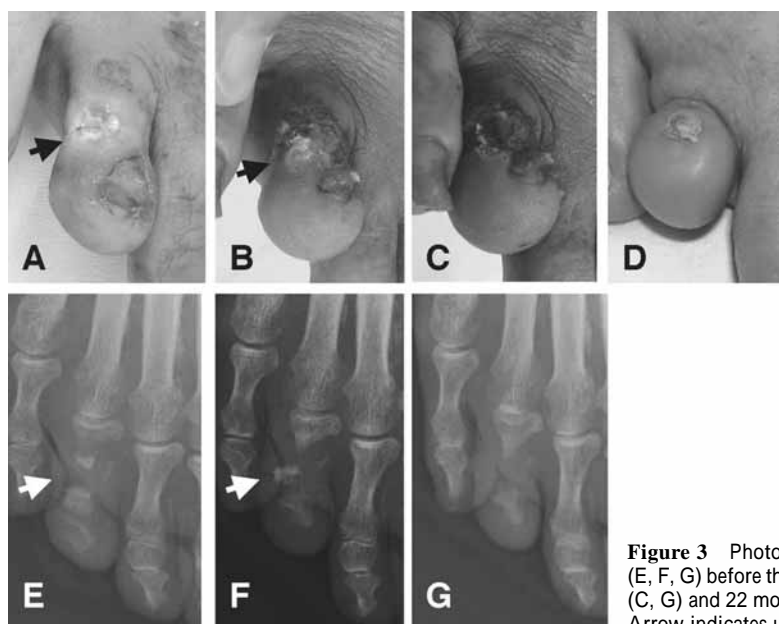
Photographs (A, B, C, D) and roentgenograms (E, F, G) before therapy (A, E) and 3 months (B, F), 5 months (C, G) and 22 months (D) after therapy. Arrow indicates ulcer lesion.
